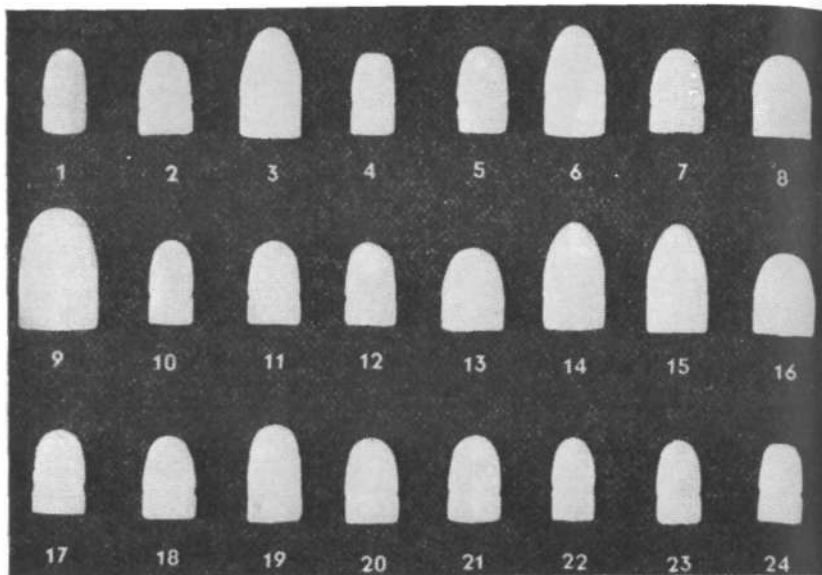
Рентгеновские теневые изображения пуль к патронам пистолетов зарубежного производства системы.
